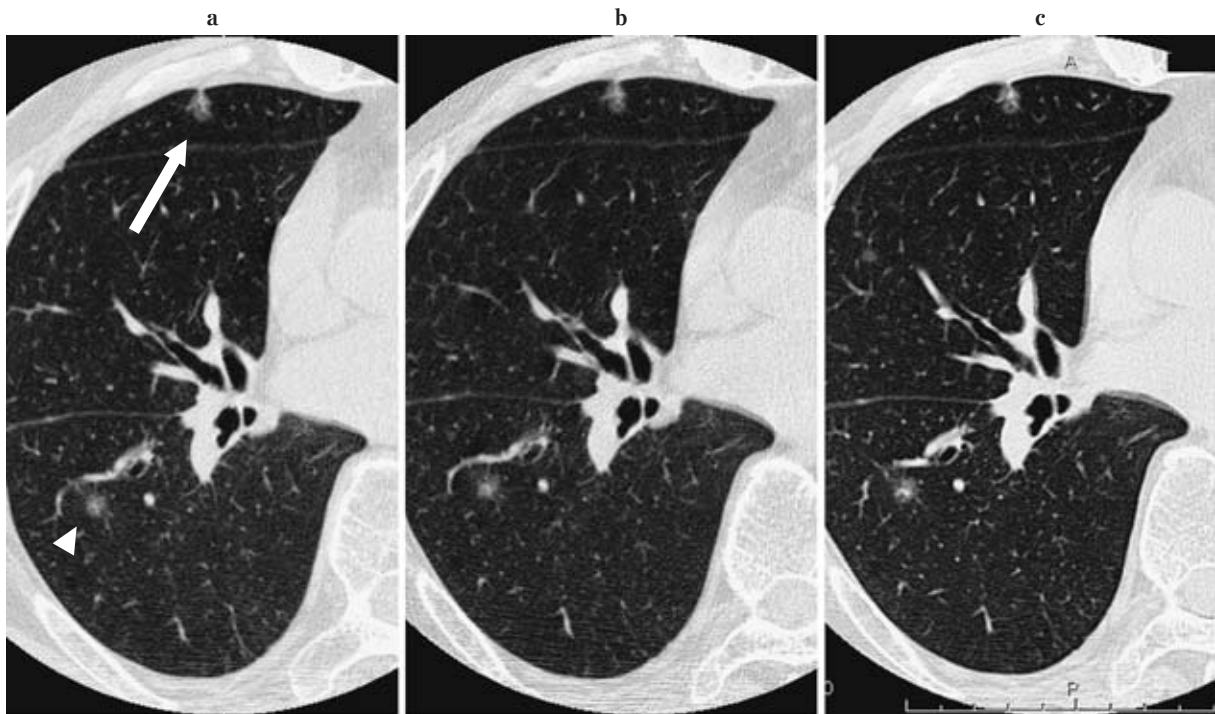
Focal mixed GGOs suspected lung adenocarcinoma. (a) CT image shows two mixed GGOs with less than 10 mm in diameter in right S³ (arrow) and S⁶ (arrowhead). These two lesions did not change in size and internal characteristics on CT images 5 months after (b) and 18 months after (c). GGOs: ground-glass opacities.
